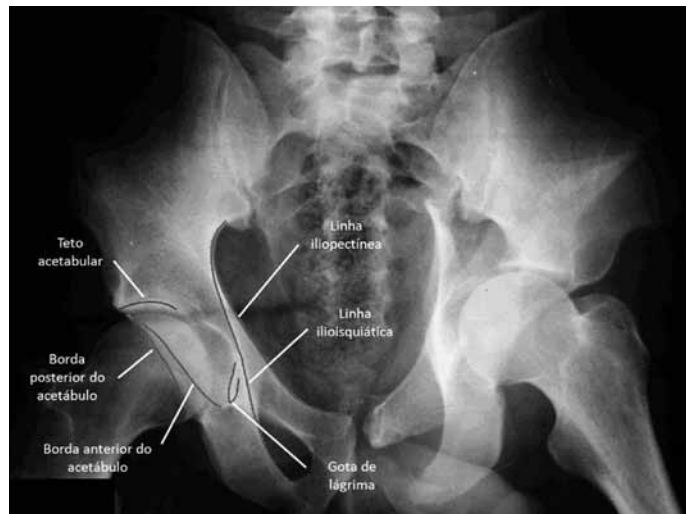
Radiografia de bacia em incidência anteroposterior e as principais estruturas identificadas.
